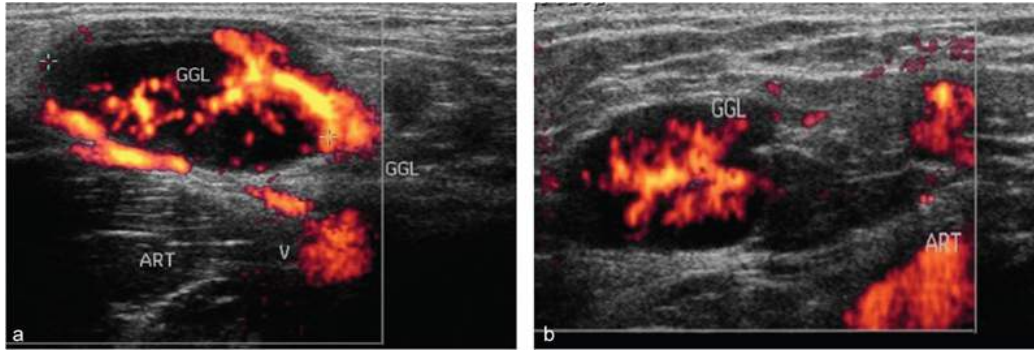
Adénomégalies inguinales dans le cadre d'une maladie de Hodgkin. Coupes axiales inguinales droites avec Doppler énergie.
